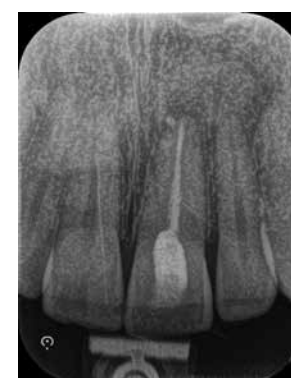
Raio-X Periapical: controlo 6 meses.
